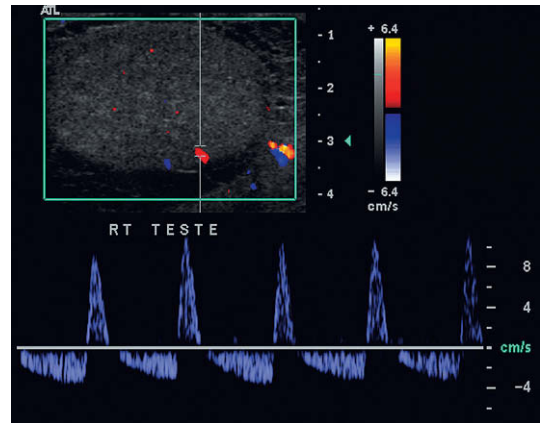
Proyección longitudinal del testículo derecho. Este varón joven presentaba episodios intermitentes de dolor importante. La imagen de Doppler color muestra sólo unos escasos y diminutos focos de flujo, el más destacado en el borde externo del testículo. El trazado de Doppler espectral muestra un flujo invertido en la diástole. Estos hallazgos apoyan el diagnóstico de torsión parcial con oclusión del flujo venoso de salida.
